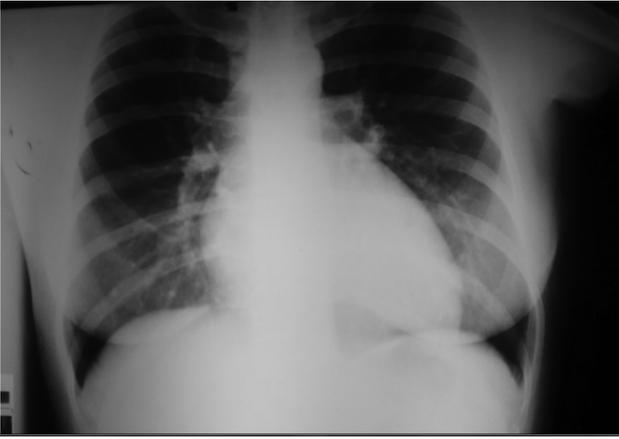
Radiografia de tórax à admissão em incidência posteroanterior.
